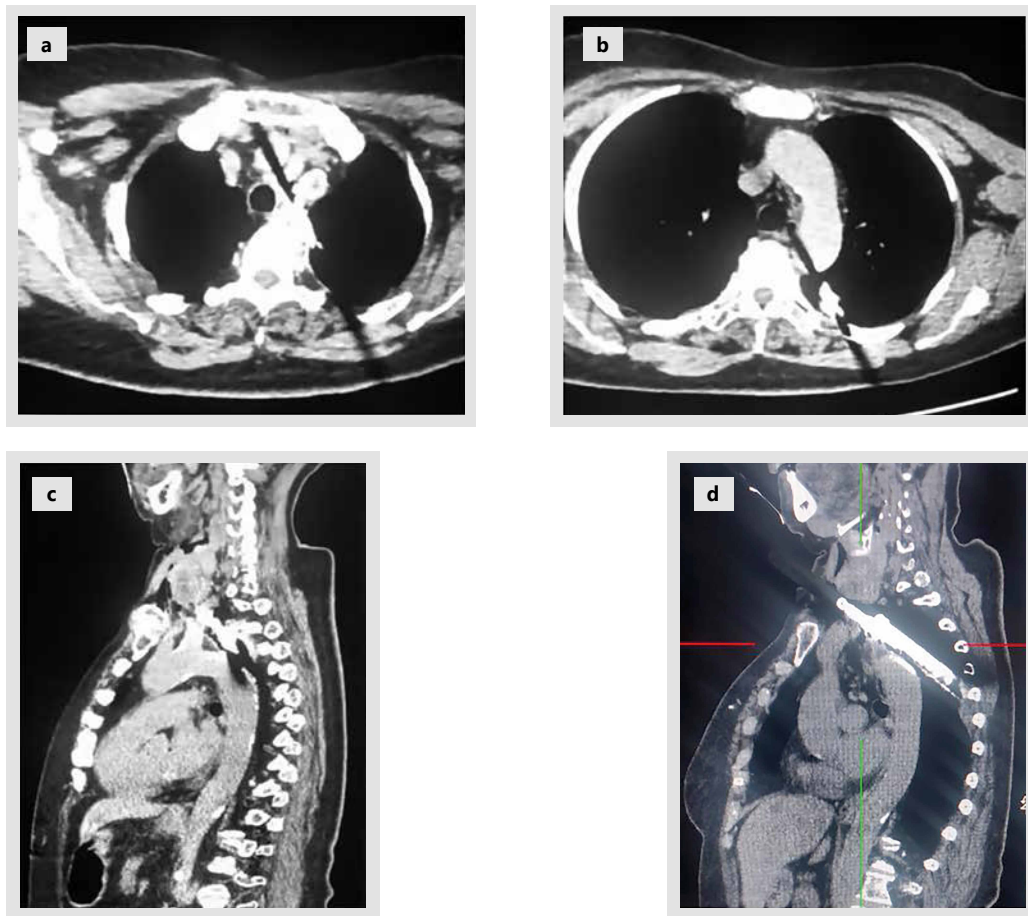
a, b, c y d. Tomografía de cuello y tórax con contraste donde se observa objeto cortopunzante que atraviesa el cuello que llega hasta región posterior del tórax izquierdo
